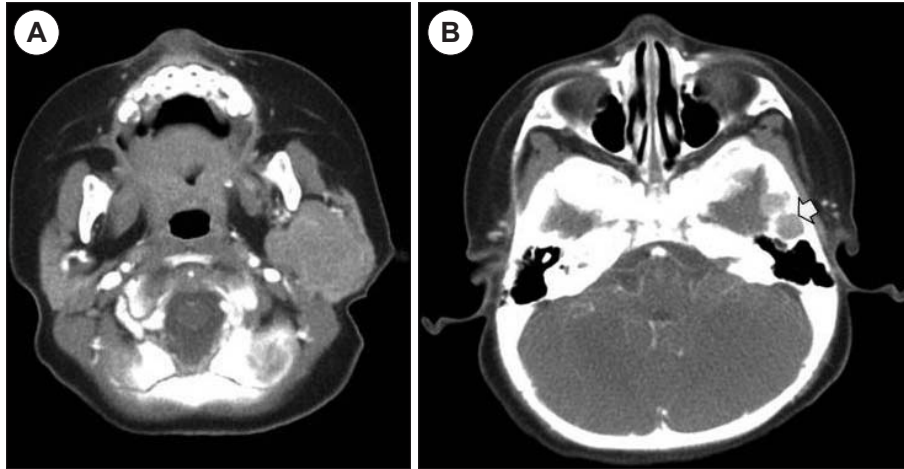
Preoperative enhanced CT. A : 3 cm sized, ill-defined, calcified mass in left parotid gland. B : Tumor located close to dura.
